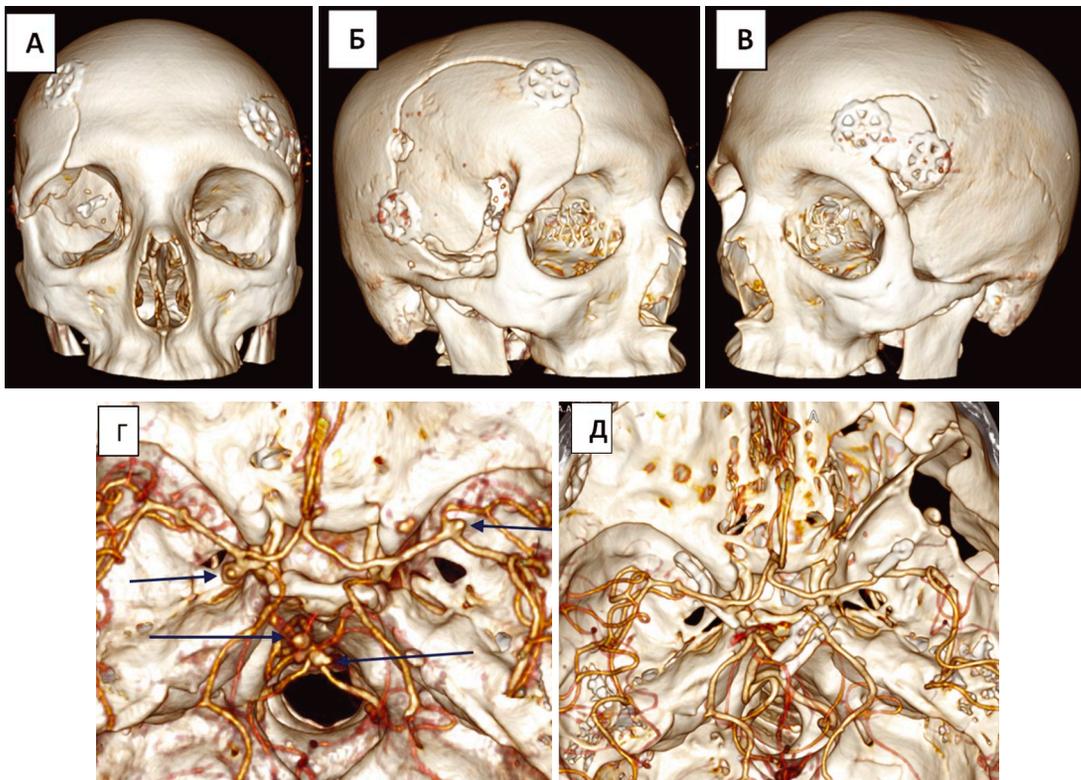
А-В — КТ с 3D-реконструкцией у больной, оперированной по поводу множественных аневризм в остром периоде кровоизлияния на фоне разрыва аневризмы бифуркации основной артерии.
